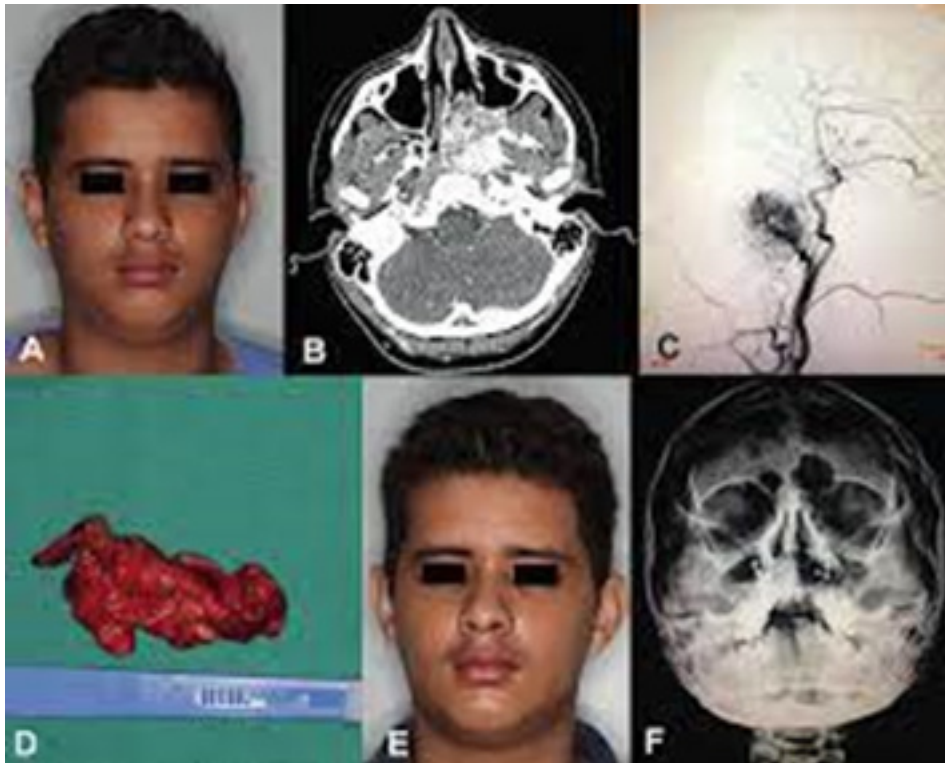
(A) Visão frontal pré-operatória; (B) Corte axial da tomografia com contraste revelando lesão em região posterior de nasofaringe; (C) Angiografia da artéria maxilar; (D) Lesão após exérese; (E) Visão frontal pós-operatória de 15 dias; (F) Radiografia pós-operatória
